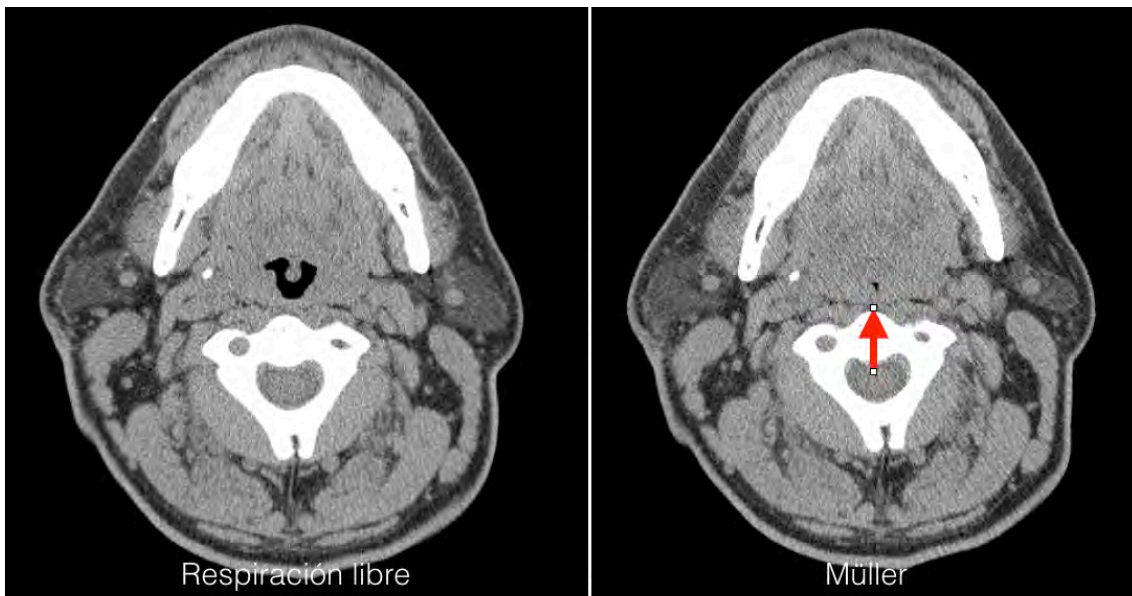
Tomografía computada durante respiración libre y maniobra de Müller en donde se demuestra el colapso casi total de la vía aérea durante la maniobra.
